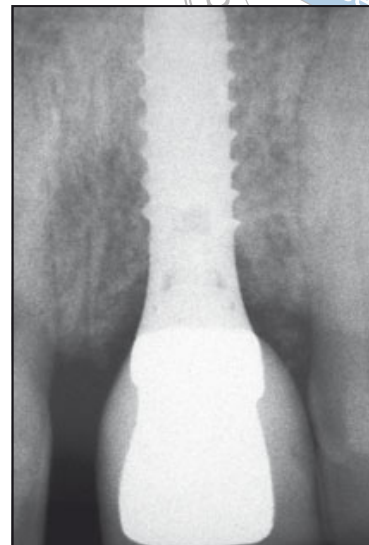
(rechts) Periapikale Röntgenaufnahme nach der Zementierung. Die periimplantären Knochenstrukturen sind 3 Monate nach der Implantation stabil.
